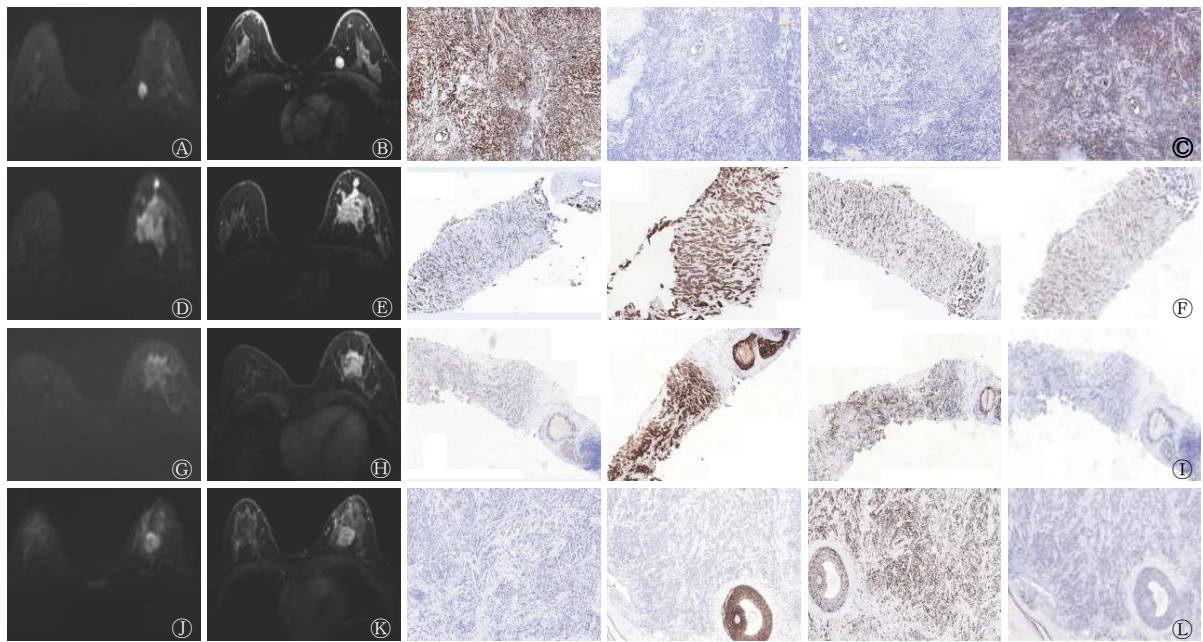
4种不同分子亚型乳腺癌患者的 DCE-MRI 图及免疫组织化学染色图 A~C: 女性, 55 岁, Luminal A 型乳腺癌, 右乳内上象限类圆形肿块, 最大径 1.6 cm, 边缘光滑, 其中 A 为 DWI 图, $ADC=1.05 \times 10^{-3} \text{ mm}^2/\text{s}$; B 为 DCE-MRI 图; C 为免疫组织化学染色图 ($\times 10$), 从左至右依次为 ER 阳性、PR 阳性、HER-2 阴性、Ki-67 $\leq 14\%$ 。D~F: 女性, 54 岁, Luminal B 型乳腺癌, 右乳呈弥漫分布非肿块病变, 其中 D 为 DWI 图, $ADC=0.813 \times 10^{-3} \text{ mm}^2/\text{s}$; E 为 DCE-MRI 图; F 为免疫组织化学染色图 ($\times 10$), 从左至右依次为 ER 阳性、PR 阳性、HER-2 阴性、Ki-67 $>14\%$ 。G~I: 女性, 38 岁, HER-2 过表达型乳腺癌, 右乳上象限不规则肿块, 3.6 cm \times 2.8 cm, 边缘不规整, 可见毛刺, 其中 G 为 DWI 图, $ADC=1.02 \times 10^{-3} \text{ mm}^2/\text{s}$; H 为 DCE-MRI 图; I 为免疫组织化学染色图 ($\times 10$), 从左至右依次为 ER 阴性、PR 阴性、HER-2 强阳性、Ki-67 $>14\%$ 。J~L: 女性, 49 岁, 基底细胞样型乳腺癌, 右乳内上象限不规则肿块, 3.1 cm \times 2.5 cm, 边缘不规整, 可见毛刺, 其中 J 为 DWI 图, $ADC=0.946 \times 10^{-3} \text{ mm}^2/\text{s}$; K 为 DCE-MRI 图; L 为免疫组织化学染色图 ($\times 10$), 从左至右依次为 ER、PR、HER-2 均为阴性, Ki-67 $>14\%$ 。DCE-MRI 为动态对比增强磁共振成像; DWI 为扩散加权成像; ADC 为表观扩散系数; ER 为雌激素受体; PR 为孕激素受体; HER-2 为人表皮生长因子受体 2; Ki-67 为细胞增殖核抗原 Ki-67
